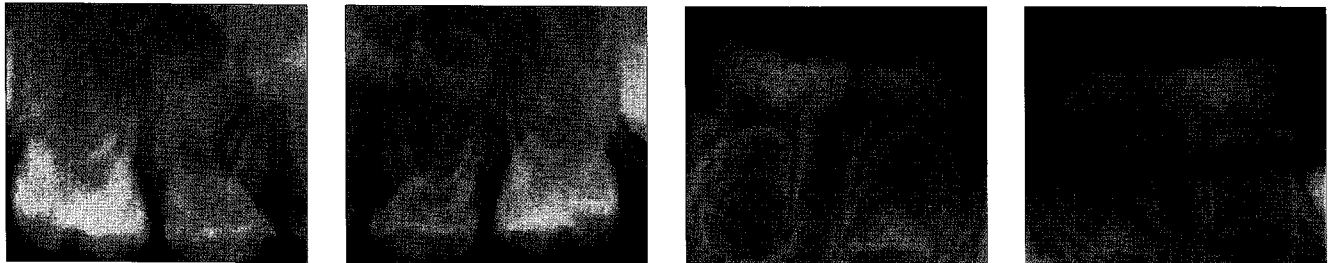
Initial periapical views of case 1.
